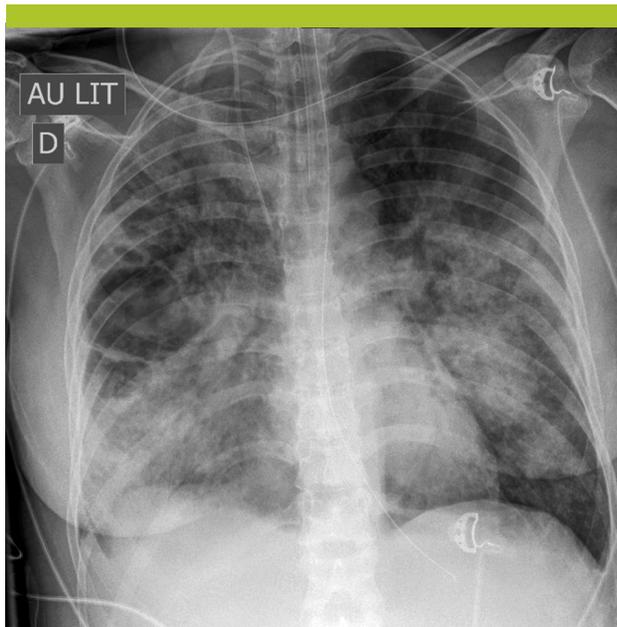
Radiographie thoracique à J5, montrant une abcédation supérieure droite
